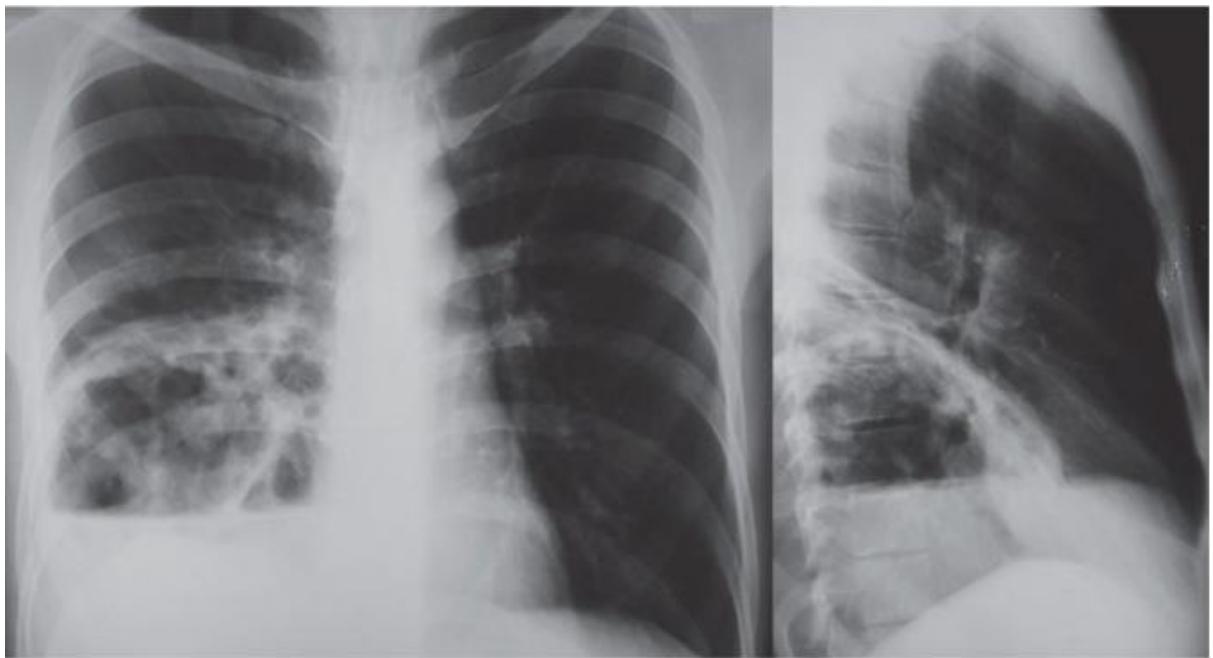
Рентгенограмма ОГК пациента Ж.
